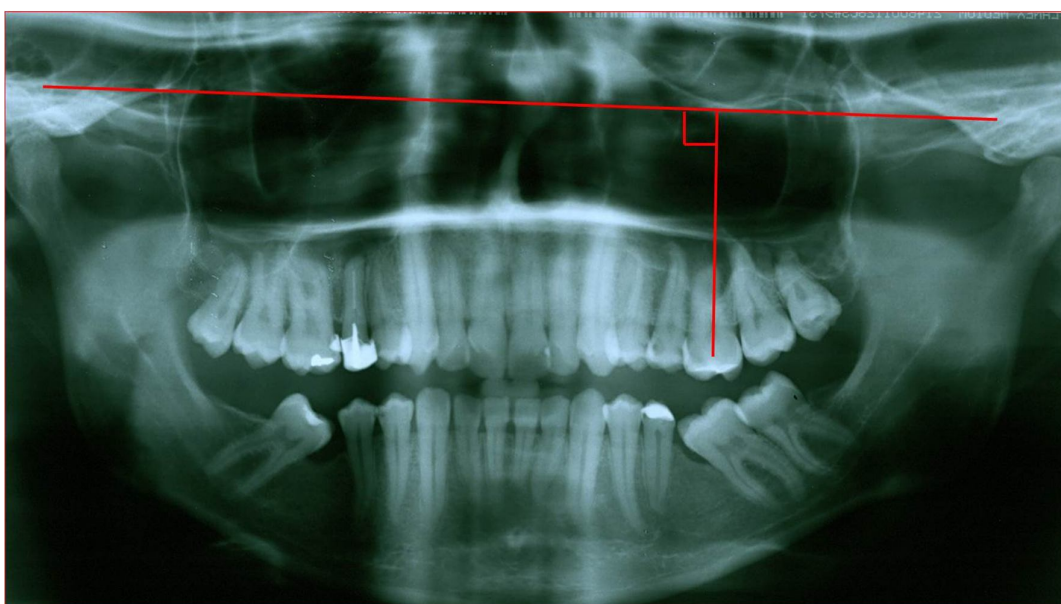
Medição das radiografias panorâmicas
